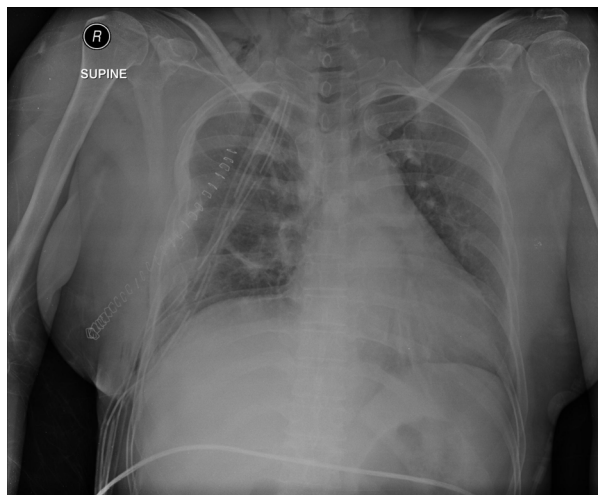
Post-operative chest X-ray. There is no abnormal findings except chest tube.
